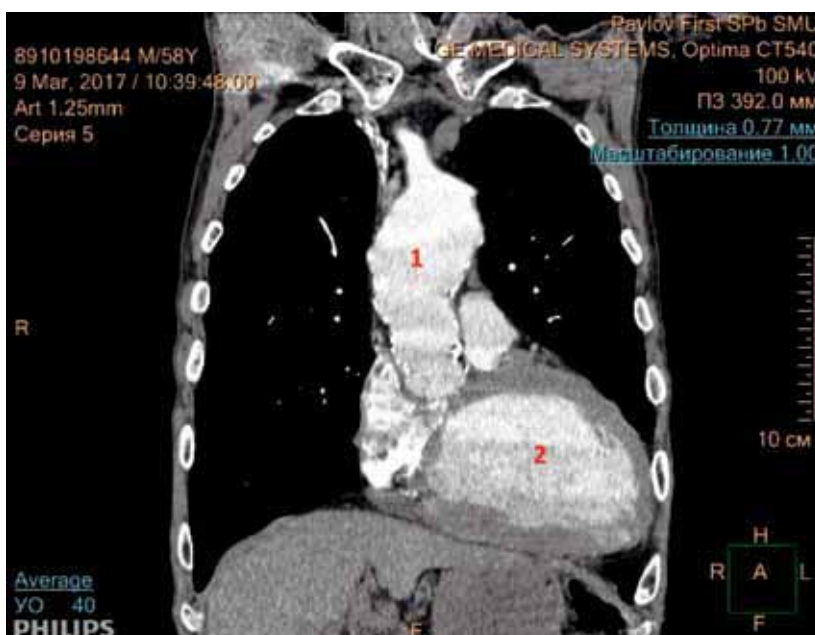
МСКТ органов грудной клетки (фронтальная проекция). 1 — аневризма восходящей аорты; 2 — аортальная конфигурация сердца
